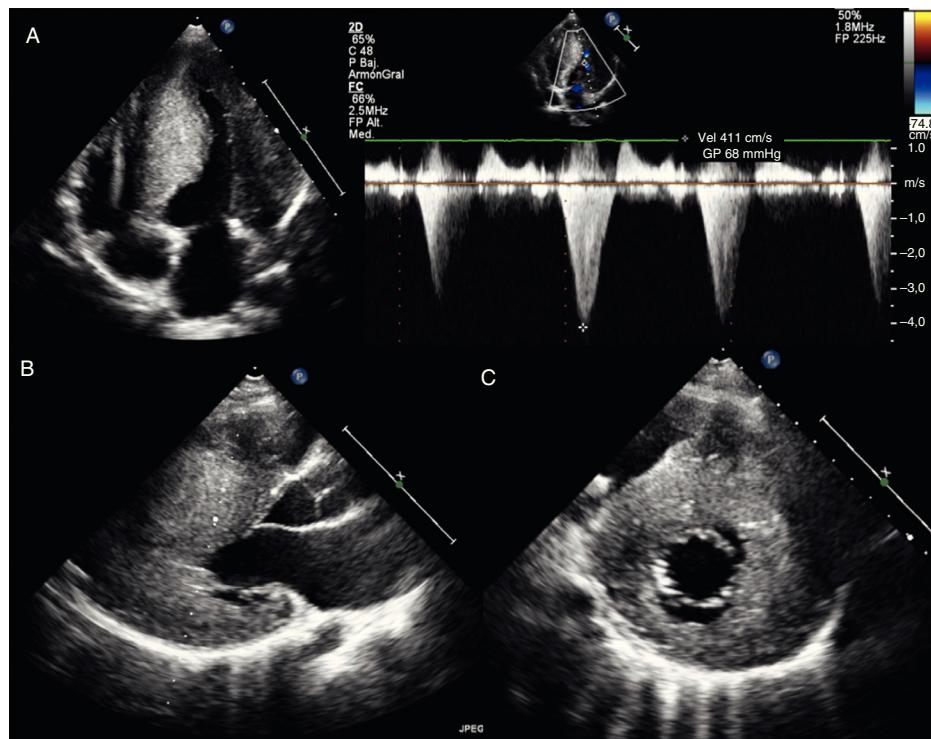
Ecocardiograma transtorácico, muestra hipertrofia biventricular severa. A) Plano paraesternal 4 cámaras. Puede observarse la alteración de la relajación con colapso medioventricular protosistólico con gradiente pico de hasta 68 mmHg. B) Plano paraesternal longitudinal del ventrículo izquierdo. En sistole, podemos ver el contacto de la valva septal de la válvula mitral con el septo (SAM). C) Plano paraesternal transversal del ventrículo izquierdo. Permite localizar la extensión de la hipertrofia que afecta tanto al septo anterior como al posterior.
